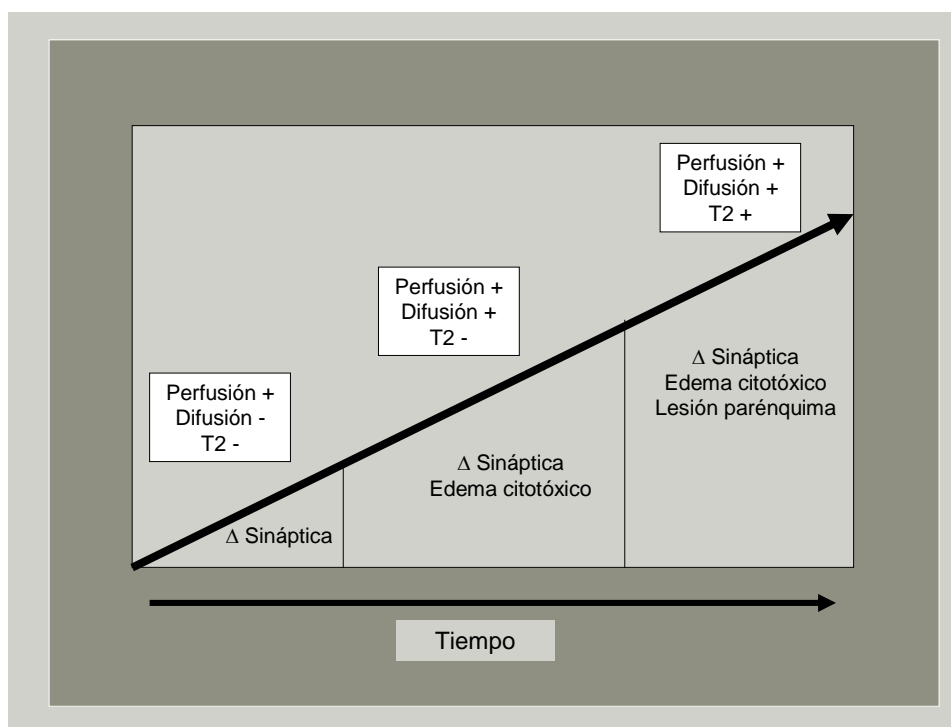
Alteraciones potenciales en las distintas secuencias de RM en los pacientes con AIT.
